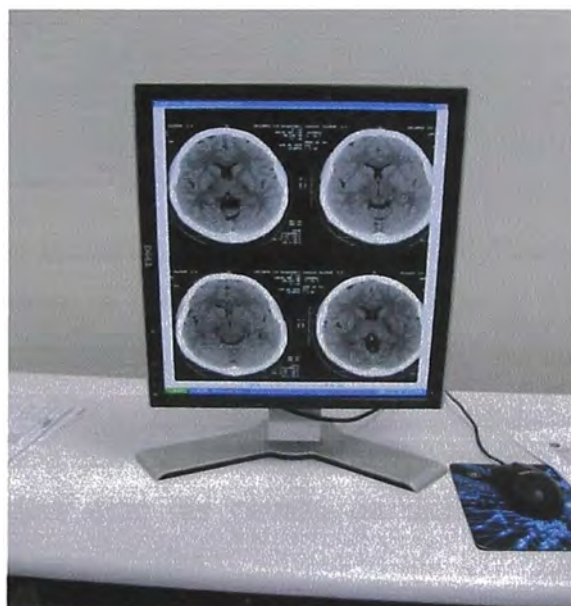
Estación de visualización de estudios de resonancia
